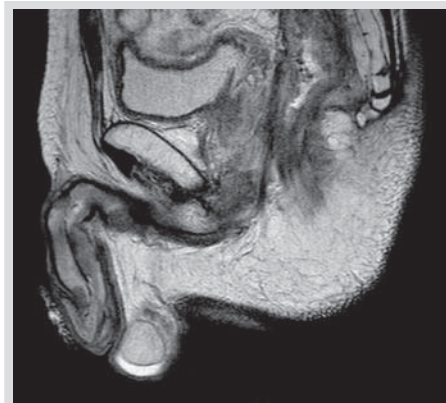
MRI zobrazení metastáz do korpora kavernóza
